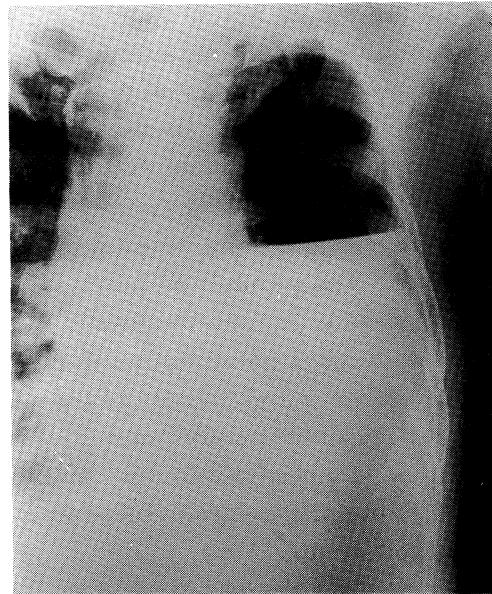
Chest roentgenogram showing effusion and pneumothorax on the left side of the chest.
